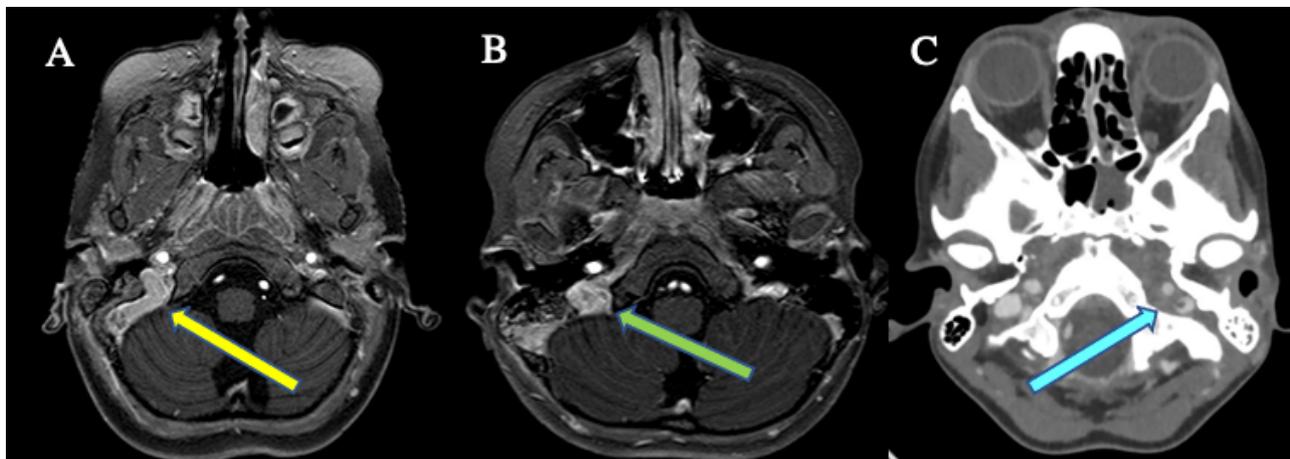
A: RM encefalo con mdc T1W: apprezzabile focale raccolta ascessuale a origine dalla mastoide di destra, estesa a impegnare l'alloggiamento del seno durale adiacente (freccia), quest'ultimo appare scollato e compresso. Nel contesto del seno stesso, al passaggio trasverso sigmoideo, si osservano focali aree di trombosi vasale. Apprezzabili fenomeni oto-mastoiditici, da ambo i lati, con prevalenza a destra. B: RM encefalo con mdc T1W: aspetti flogistici in sede otomastoidea associati a raccolta flogistica sub-periostale a livello del seno sigmoideo destro (freccia). C: Angio TC cerebrale: Parziale difetto di riempimento del seno cavernoso di sinistra e del passaggio venoso sigmoide/giugulare di sinistra (freccia), di significato trombotico. Impegno flogistico della mastoide di sinistra.
